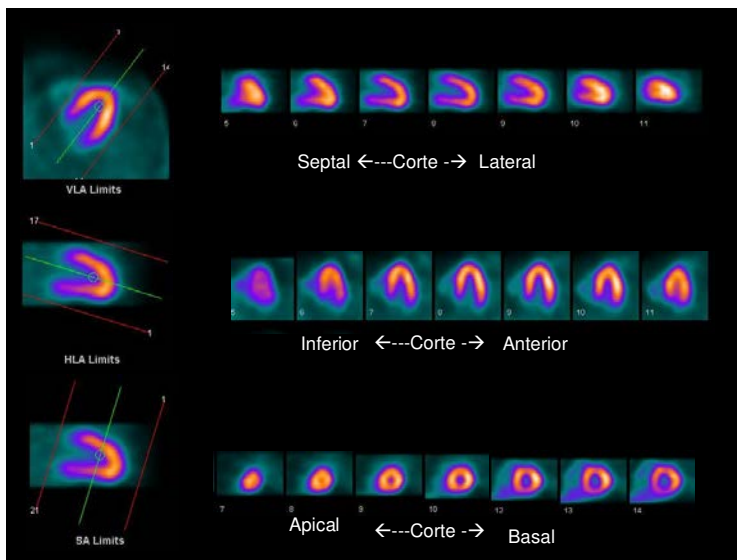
Imágenes estándar de SPECT. Diferentes cortes. Departamento de Medicina Nuclear.
